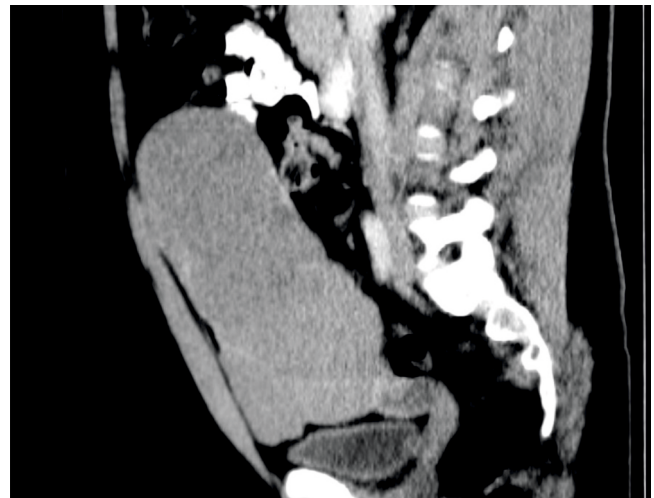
Computed Tomography findings of the abdominal mass, displacing the intestine and compressing the urinary bladder.
